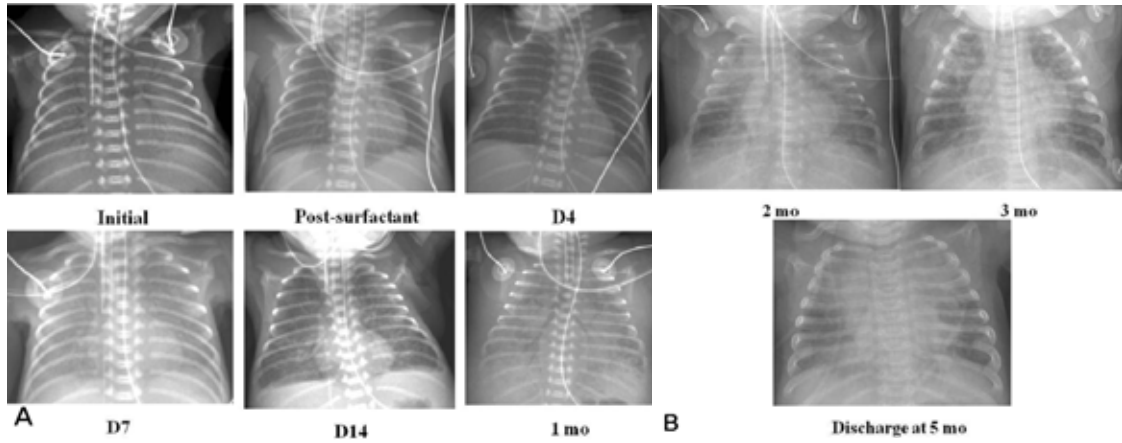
Chest radiographs of typical bronchopulmonary dysplasia according to the postnatal age. Abbreviations : D, day; mo, month.
